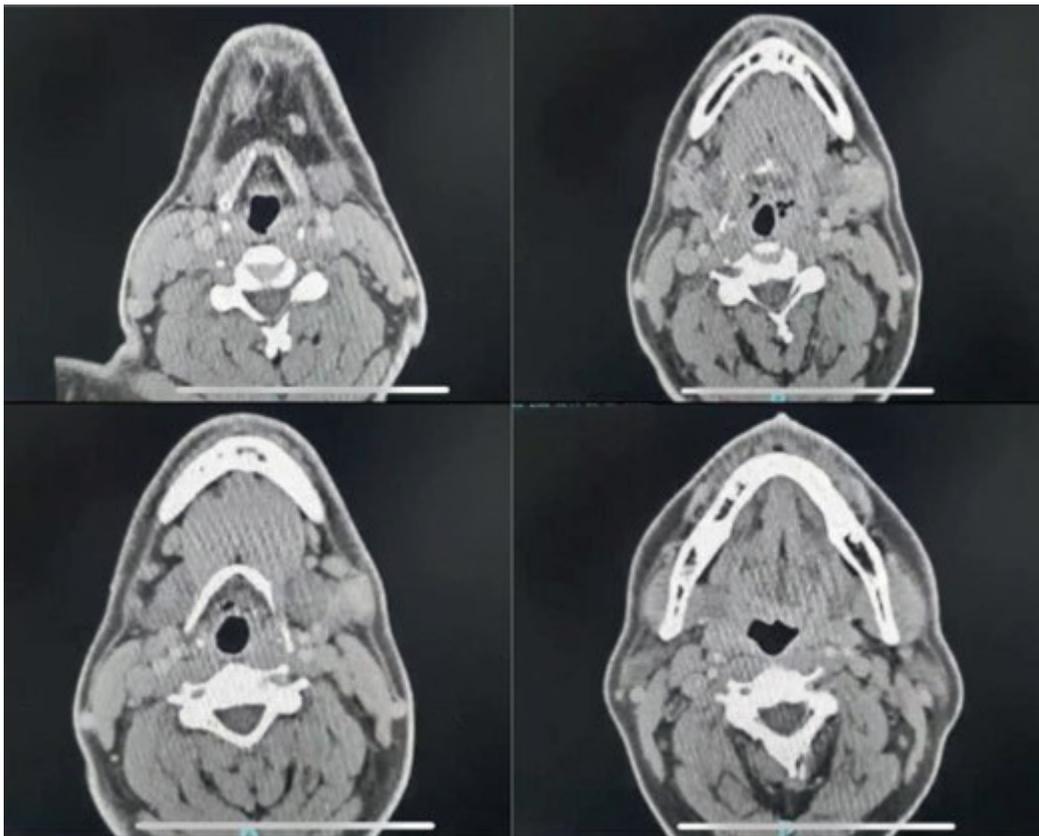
Tomografía computarizada de cuello. Reporta engrosamiento irregular de la piel y plano graso subcutáneo de la región malar y surco nasogeniano izquierdo.
